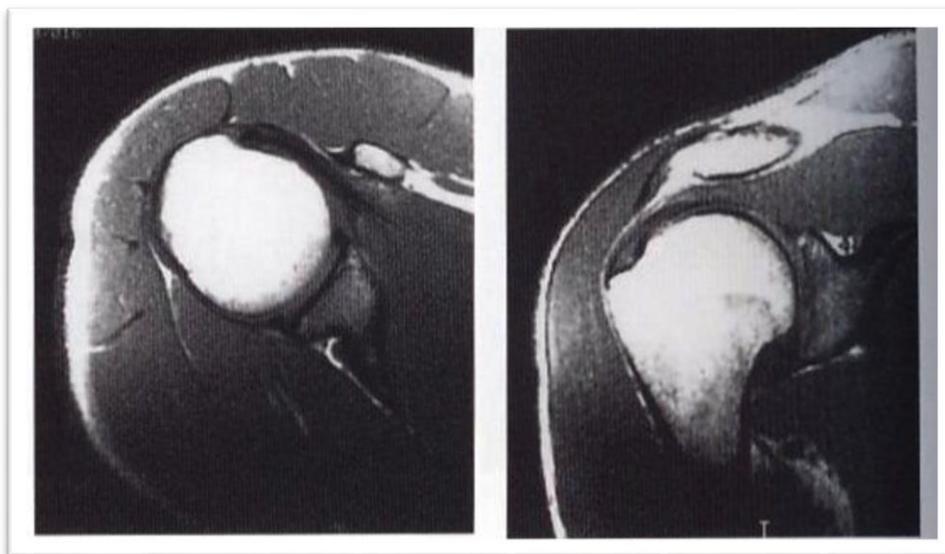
de resonancia de hombro por resonancia magnética en corte sagital y coronal respectivamente.
